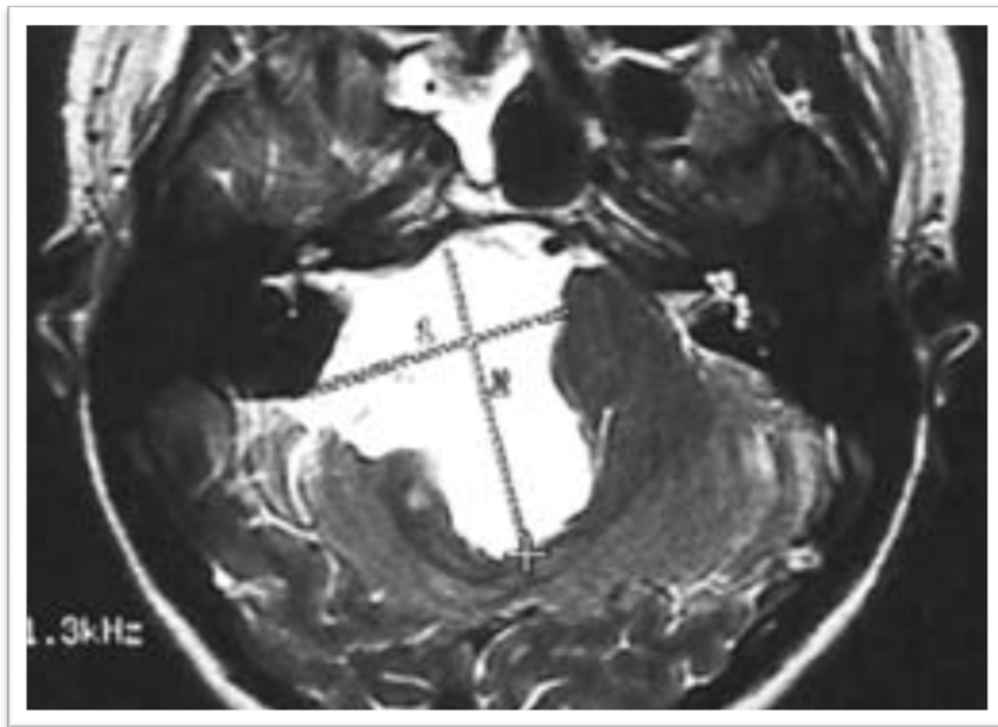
Volumineux kyste épidermoïde de l'angle pontocérébelleux droit ([IRM] T2) : hypersignal T2 caractéristique.
